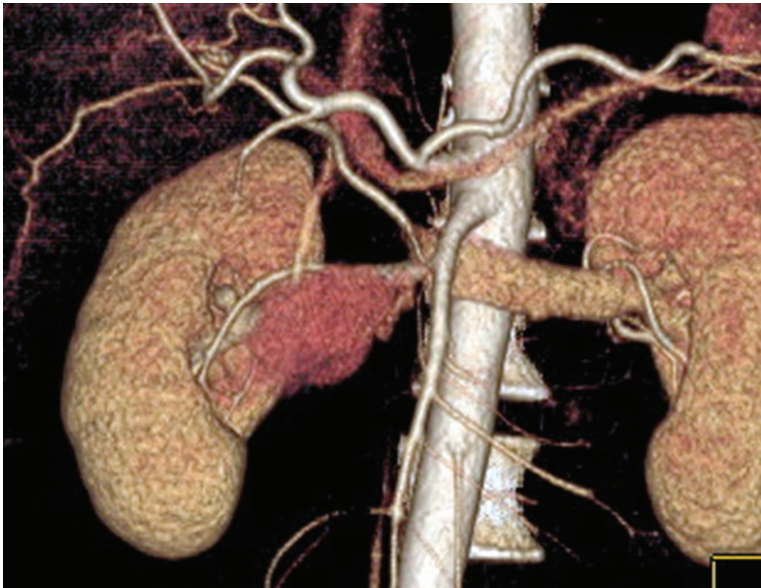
Комп'ютерна томографія, 3-х мірна реконструкція з виявленням ділянки екстравазації з правої печінкової артерії, яка виходила з верхньої брижової артерії
